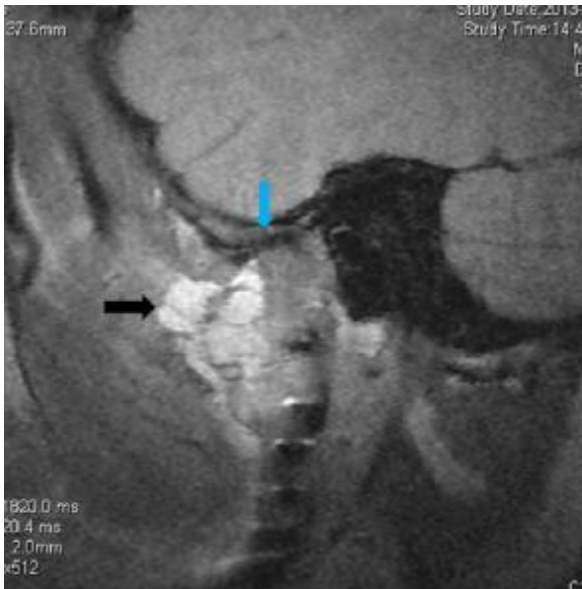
Postoperative MRI showing the scarf-like application of the submandibular fat graft surrounding the CCG (black arrow), with the disc preserved (blue arrow). (For interpretation of the references to colour in this figure legend, the reader is referred to the web version of the article.)
